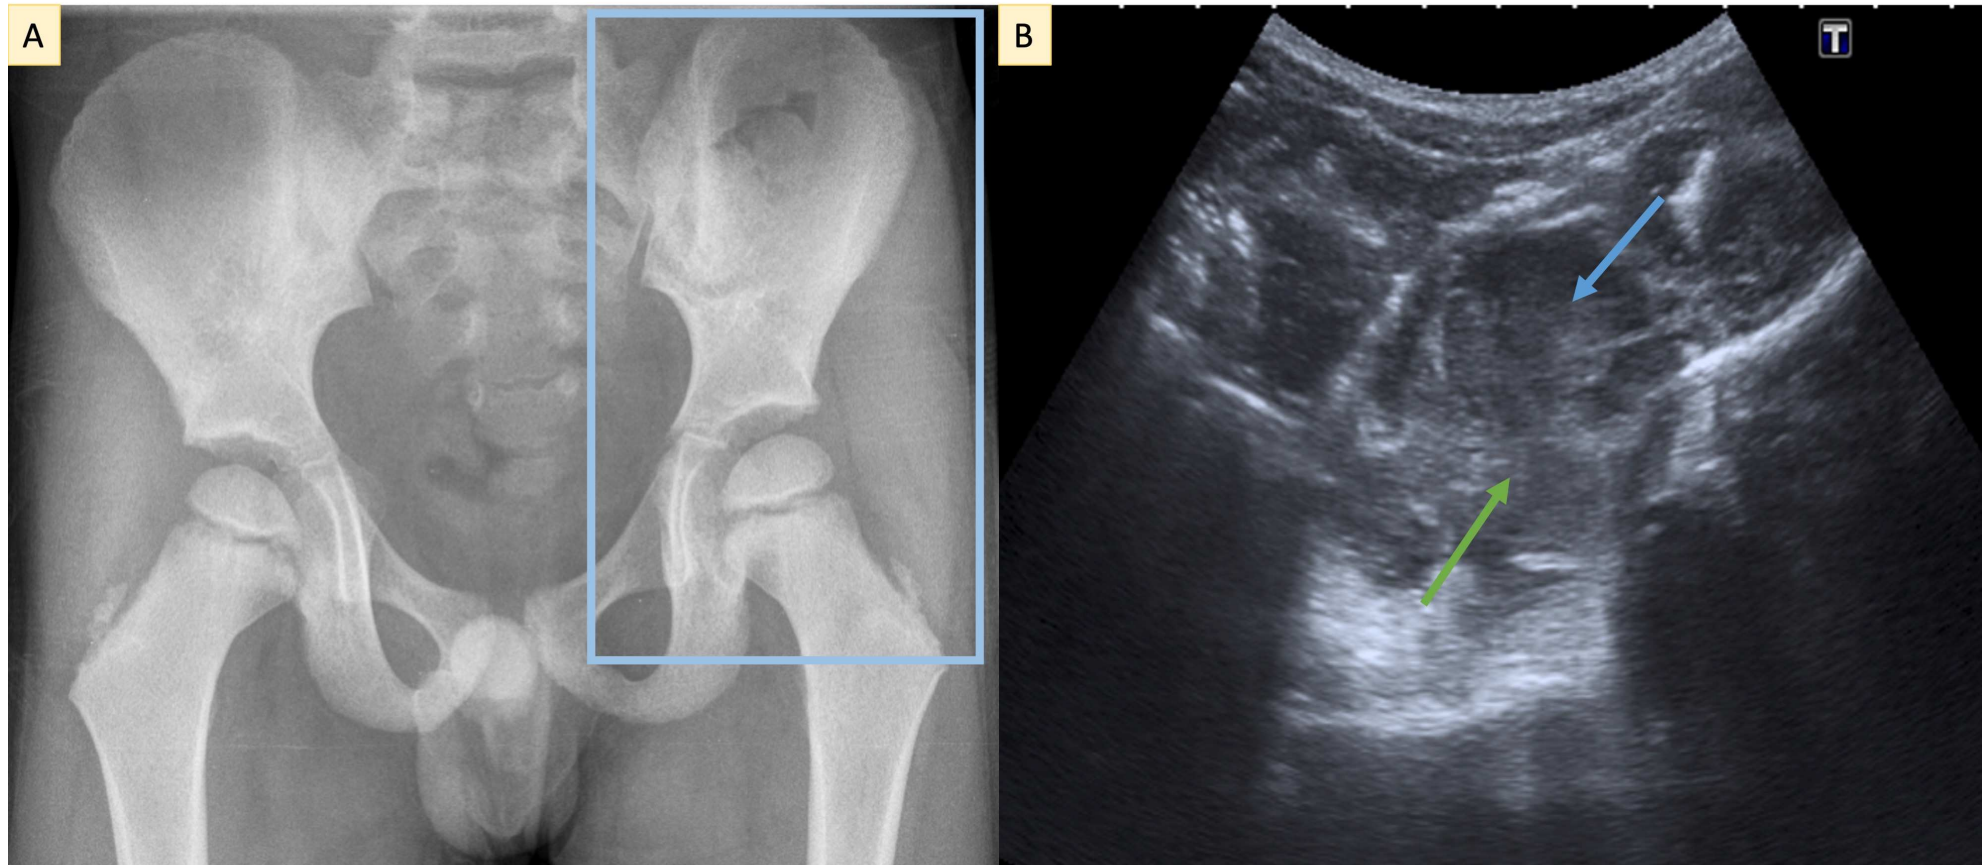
(A) Radiografía de pelvis AP donde se observa aumento de densidad y aumento de volumen de partes blandas en la región de la cadera izquierda; (B) Ecografía que muestra una masa pélvica presacra y paralateral izquierda que se extiende a través del foramen ciático mayor, con ecoestructura sólida marcadamente heterogénea y multinodular. Flechas: verde: foramen ciático mayor; azul: masa tumoral
